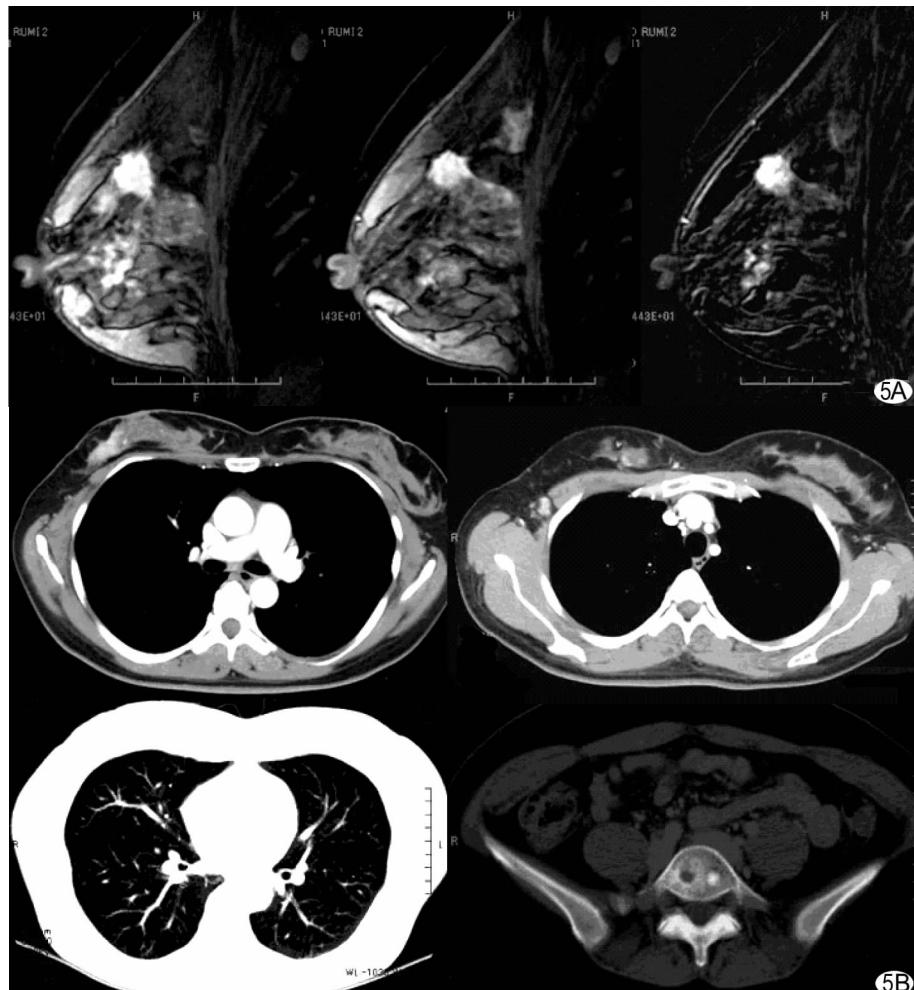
右乳腺癌(多发)伴肺及骨转移的影像学表现 A. 乳腺 MR 增强, 乳腺内多发强化肿块及结节; B. 全身 CT 增强扫描部分图像(乳腺、肺窗、骨窗), 右乳多发强化灶, 肺内多发小结节(转移), 腰椎椎体内高低混杂密度(转移)
